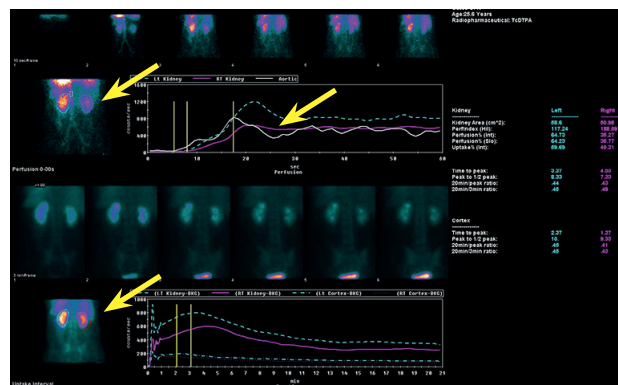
Скintiграммы почек пациента Л., 25 лет, от 07.09.20; в динамическом режиме: ренограммы паренхиматозного типа со снижением перфузии справа (визуальное снижение накопления радиофармпрепарата и снижение амплитуды ренограммы) и умеренной задержкой радиофармпрепарата в чашечно-лоханочном комплексе обеих почек (обозначено стрелками)
